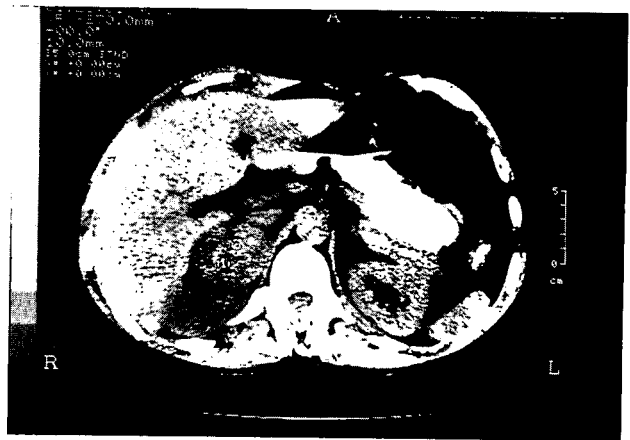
TAC abdominal. Glándula suprarrenal derecha muy aumentada de tamaño, redondeada, de 6 a 7 centímetros de diámetro y con aspecto adenomatoso, que se extiende desde el polo superior renal a cara anterointerna, rechazando cava hacia adelante y riñón derecho hacia atrás sin invadirlo.
